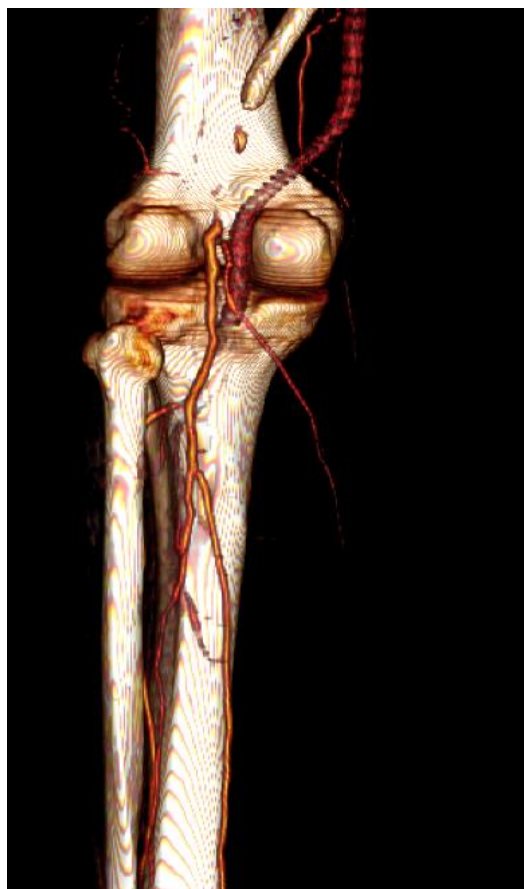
КТ-ангиография: неудовлетворительное артериальное дистальное русло.
